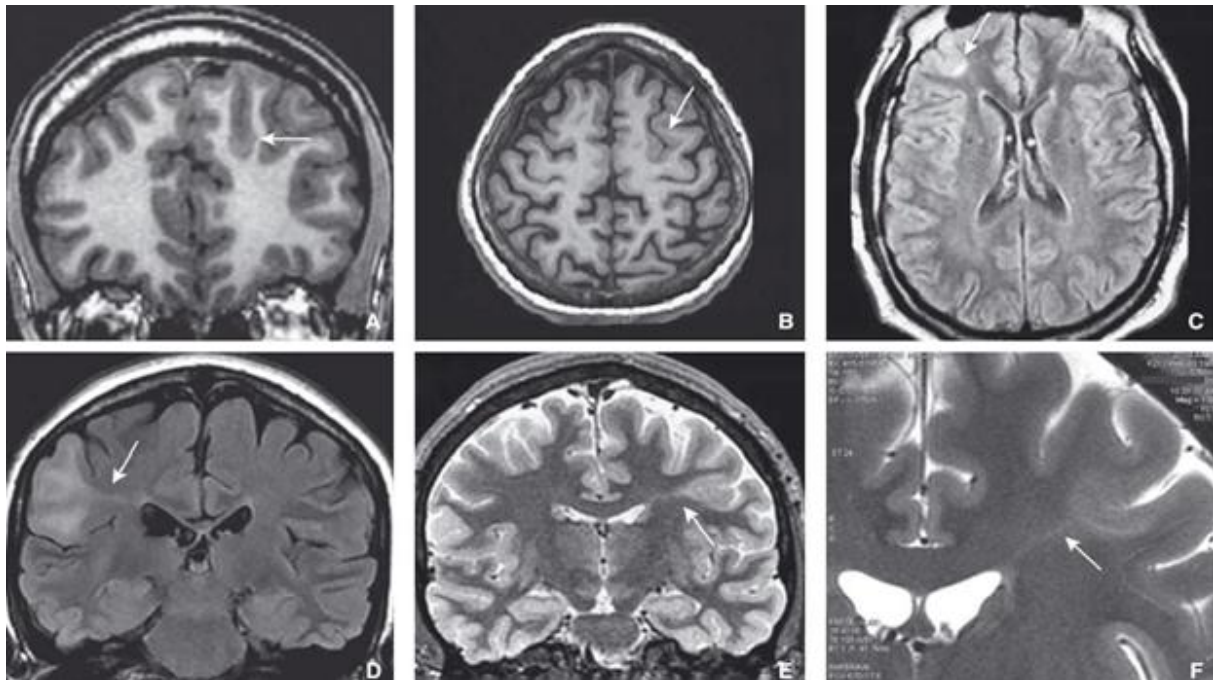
IRM cérébrale T1 ; T2 ; T2 FLAIR : Différents aspects de dysplasie corticale focale de Taylor (flèches).
